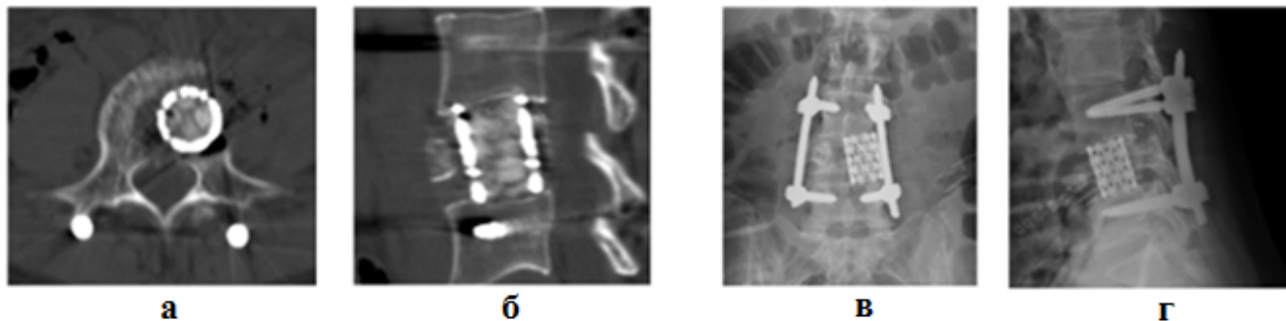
Послеоперационный КТ (а, б) и рентгенографический (в, г) контроль пациентки Б., 27 лет
